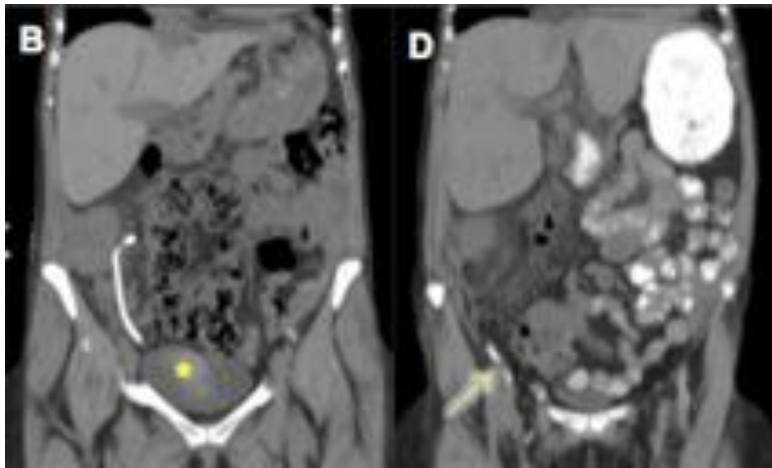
Imágenes coronales de TC abdomino-pélvico realizado antes (B) y después (D) de la linfangiografía. Puede verse igualmente la resolución del linfocele (*) y los restos de contraste de la linfangiografía.
